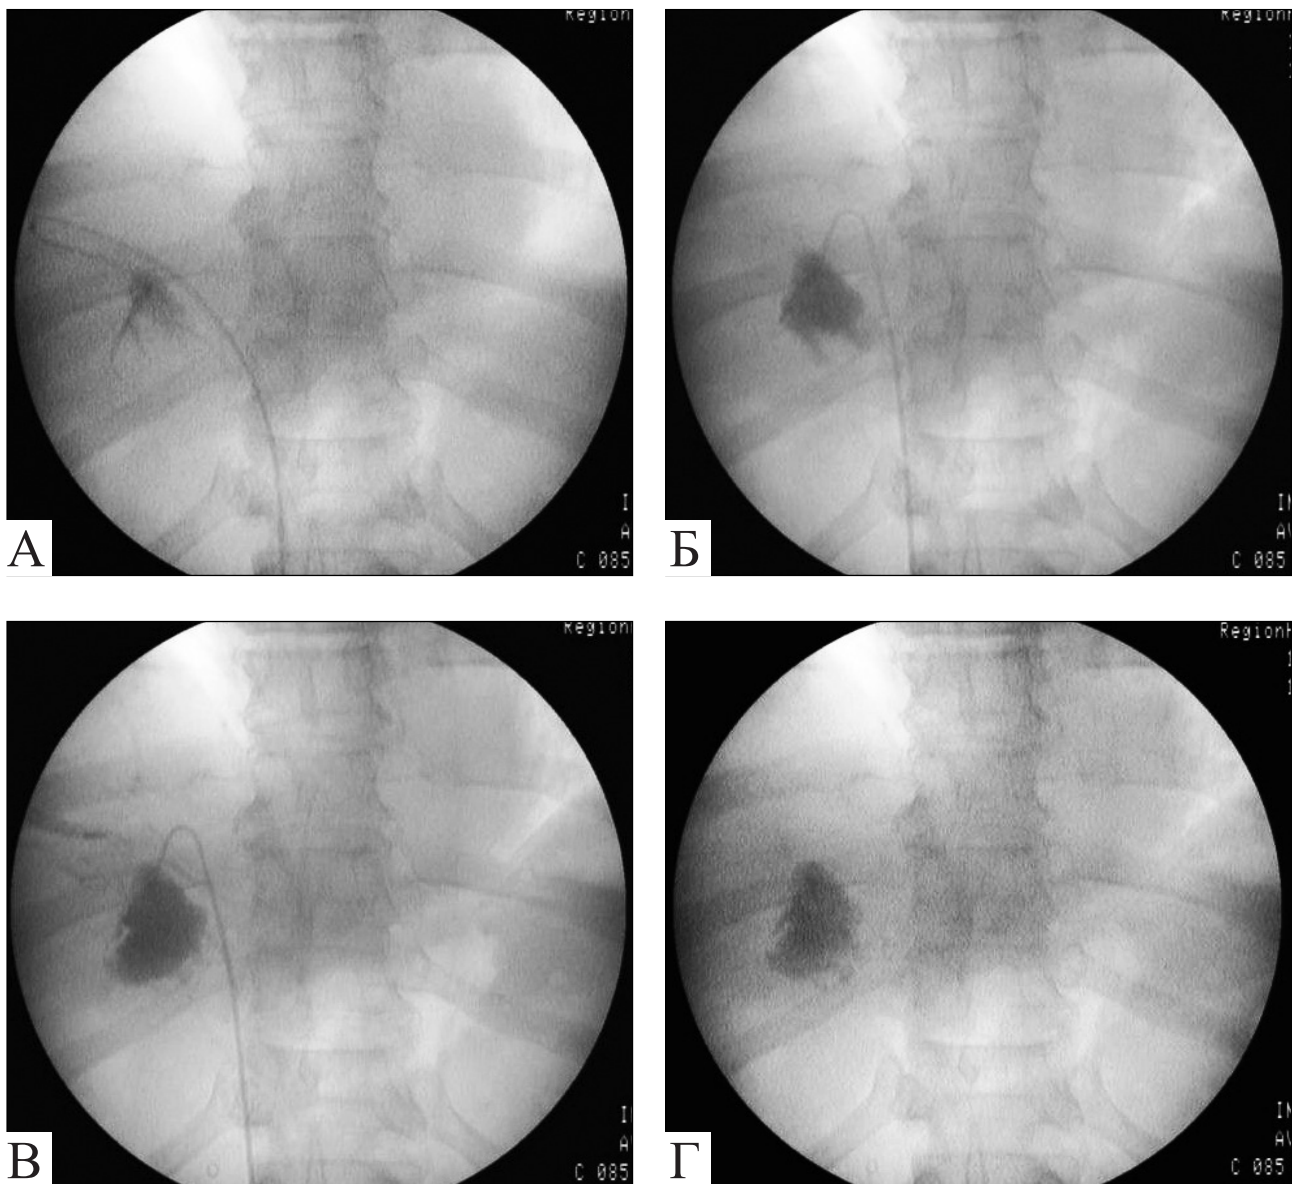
Этапы рентгеноэндоваскулярной деструкции правого надпочечника.
